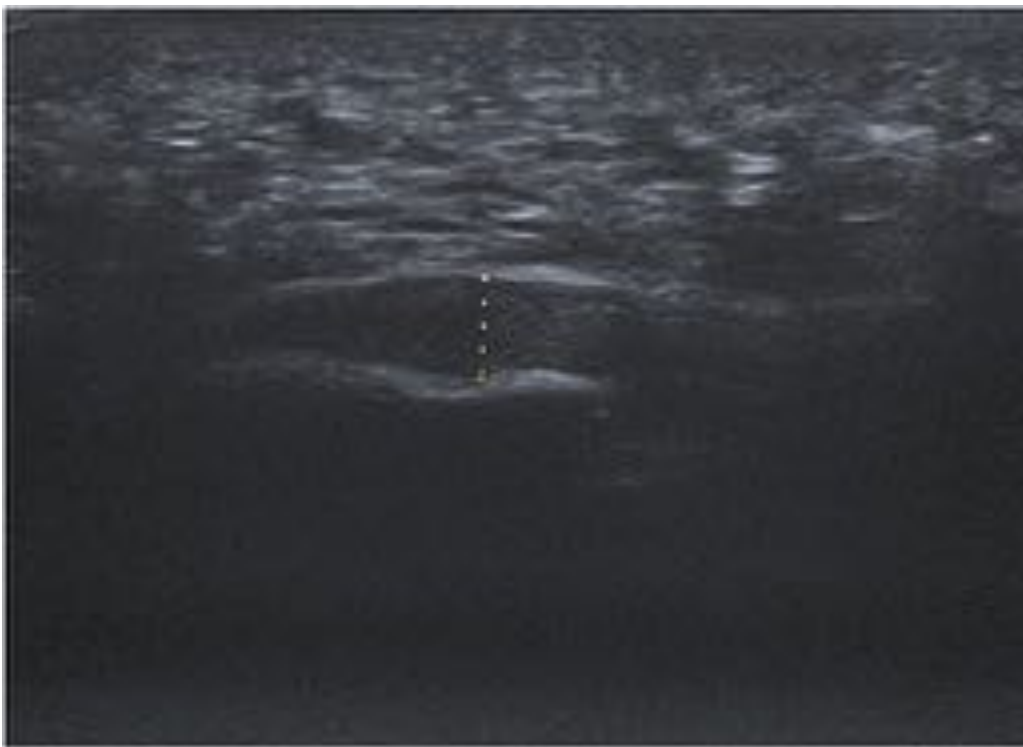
Fig. 3. Ecografía: Engrosamiento de la fascia plantar a nivel de su inserción en calcáneo con un espesor máximo de 6 mm en relación con fascitis plantar.
